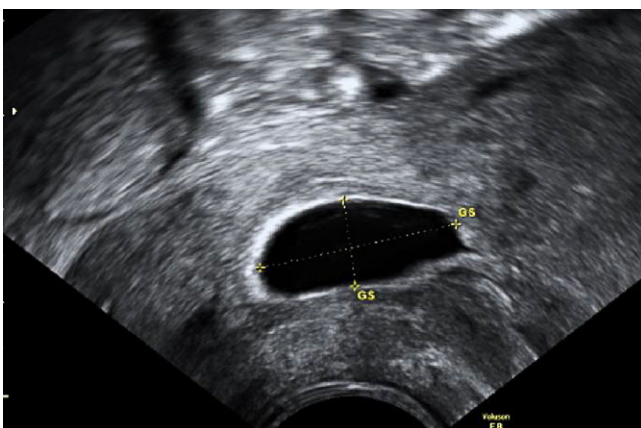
▲ Sonographische Darstellung einer Zervikalgravidität
